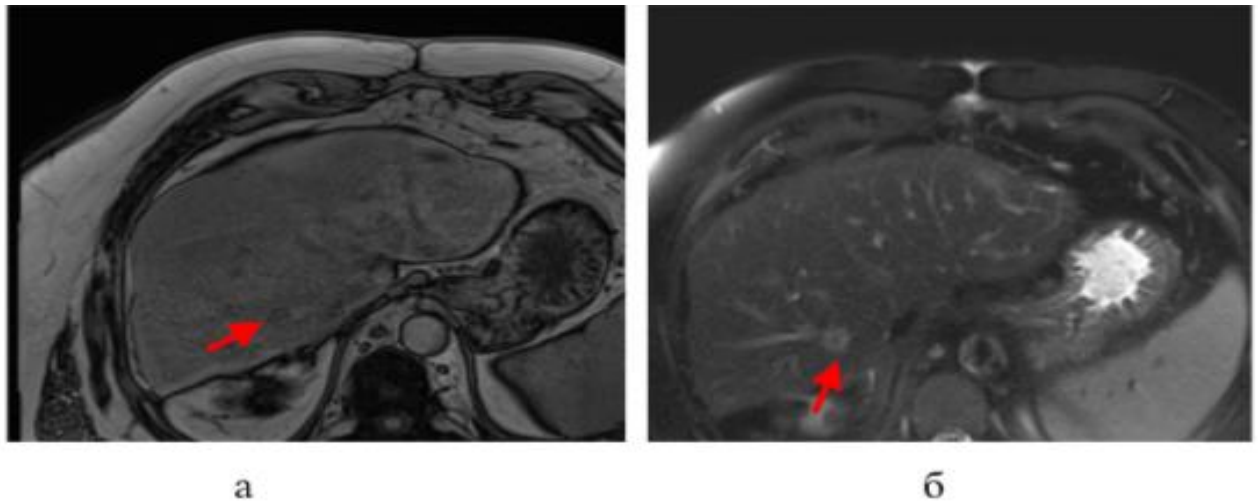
МРТ печени пациента с метастазами колоректального рака, аксиальные плоскости: а - T1 out phase; б - T2-ВИ. В 7-ом сегменте печени определяется гипоинтенсивный МР-сигнал на T1 Dixon и неоднородный гиперинтенсивный на T2-ВИ
